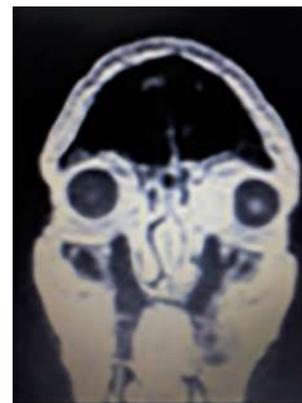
RMN corte coronal.
